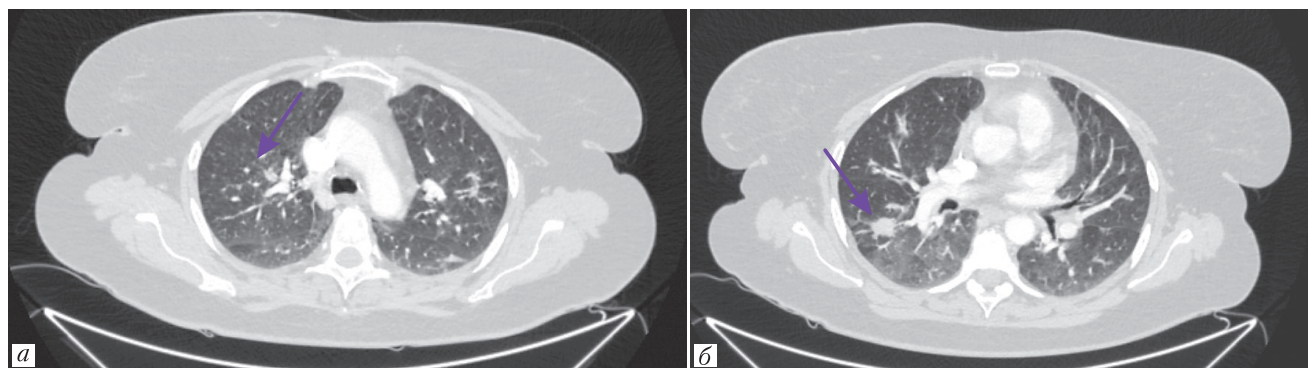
Компьютерная томография органов грудной клетки от 07.2024. Значимое уменьшение таргетных очагов в легких, нарастание интерстициальных изменений в нижних долях с обеих сторон (а, б)
